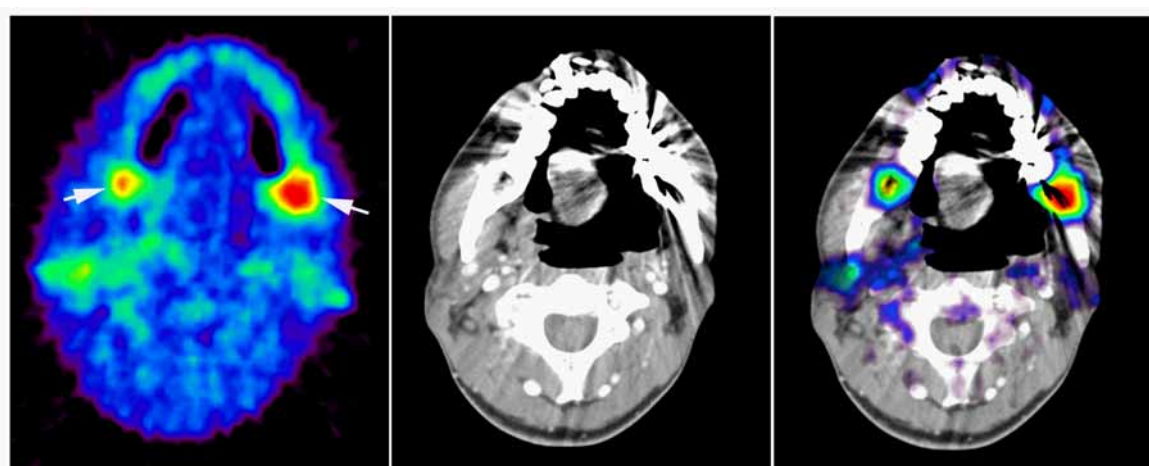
下顎智歯の抜歯窩における PET、CT、PET/CT 画像合成
